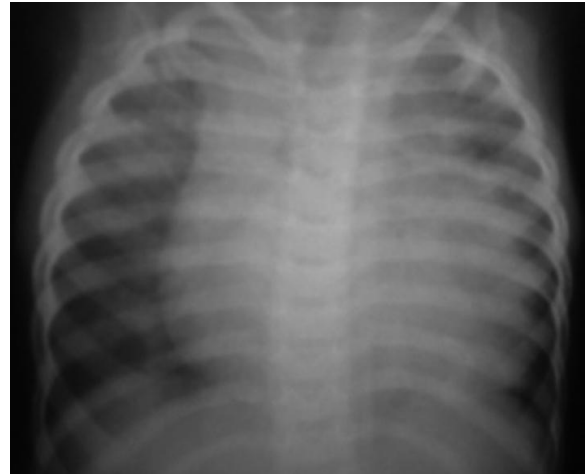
Cardiomegalia en las imágenes de radiografía de tórax del paciente.
